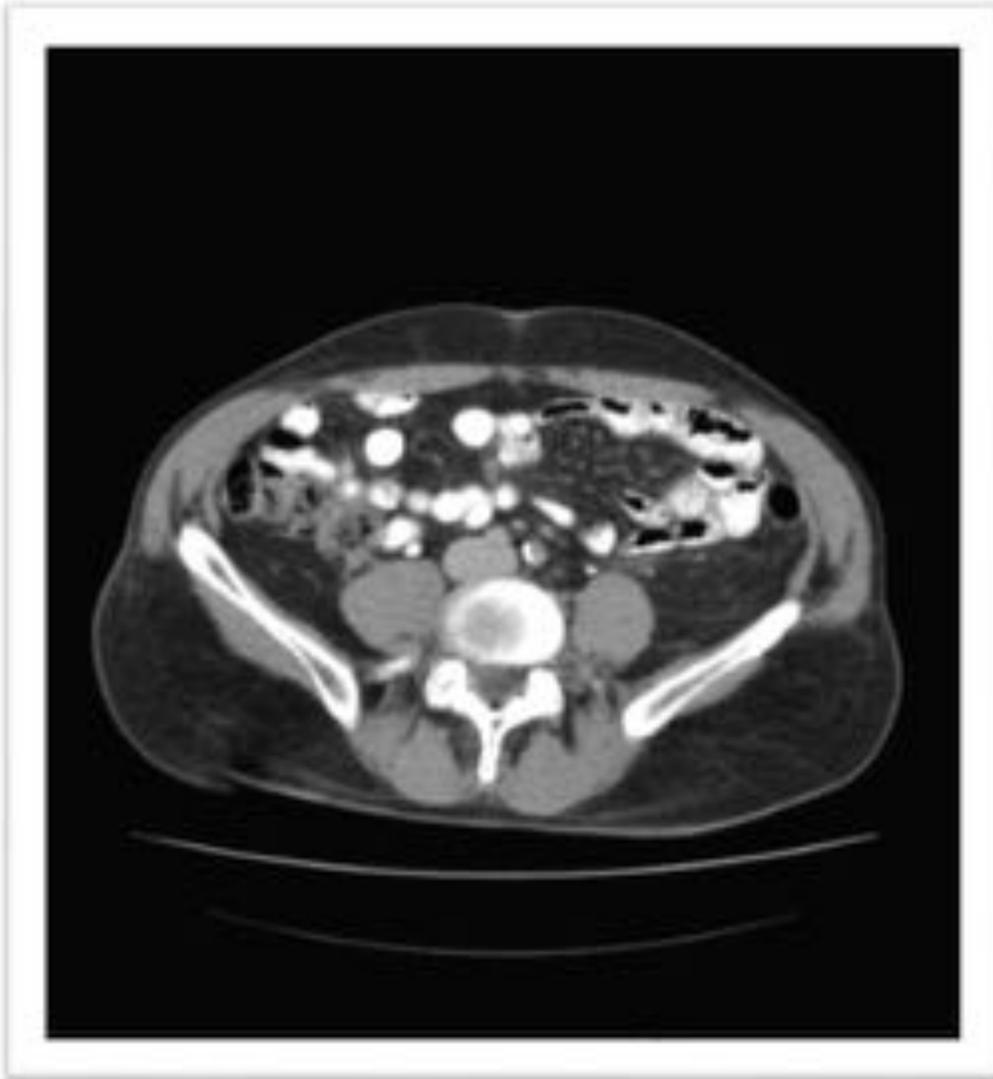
Imagen TC axial. Posición de los uréter en su tramo medio, por delante y apoyados sobre los psoas.
